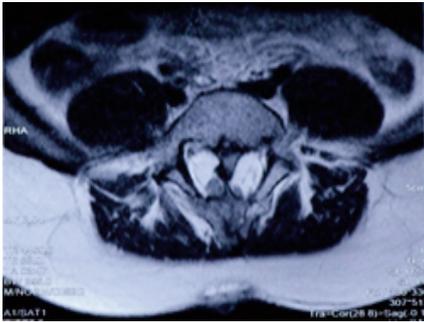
Aspect IRM d'une Diastématomyélie de type
